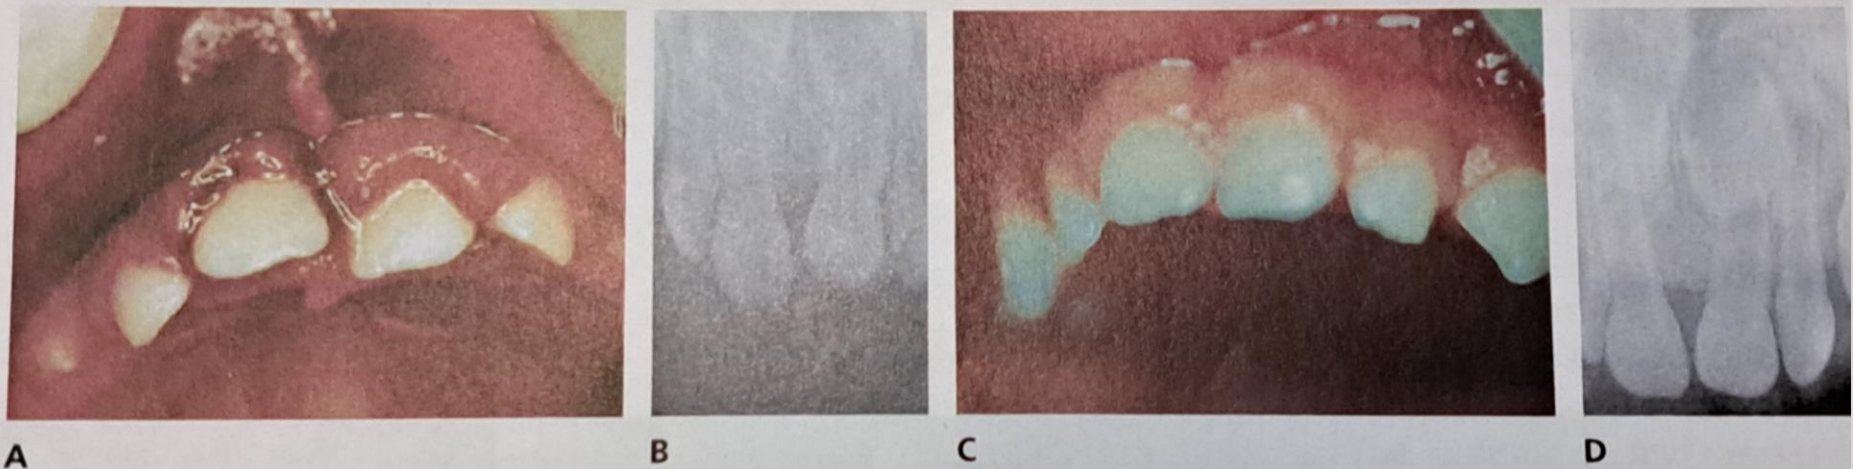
Spontaneous reposition of a lateral luxated primary incisor in a 1.4-year-old boy. A. Lateral luxation of a left central incisor. B. The tooth appears foreshortened in the radiographic examination compared with the contralateral. Spontaneous repositioning is therefore anticipated. C and D. At follow-up 2 months after injury there is spontaneous realignment.
